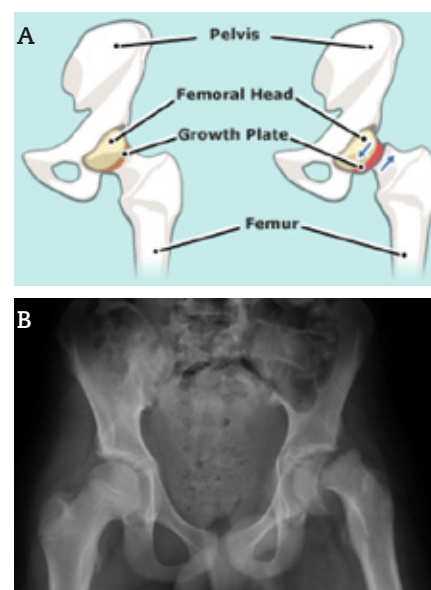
A: As setas indicam o sentido do desvio ântero-superior e em rotação lateral da metáfise do fémur face à epífise; B: Radiografia ântero-posterior da bacia a demonstrar EFS à esquerda.
